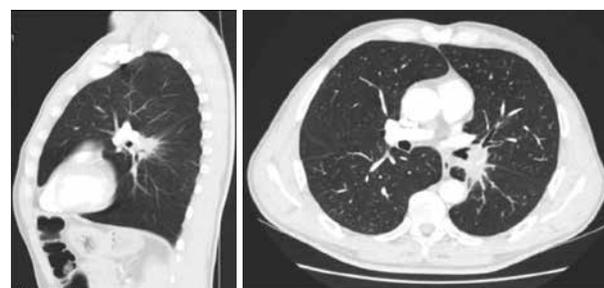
КТ до начала терапии (13 июля 2021 г.)
